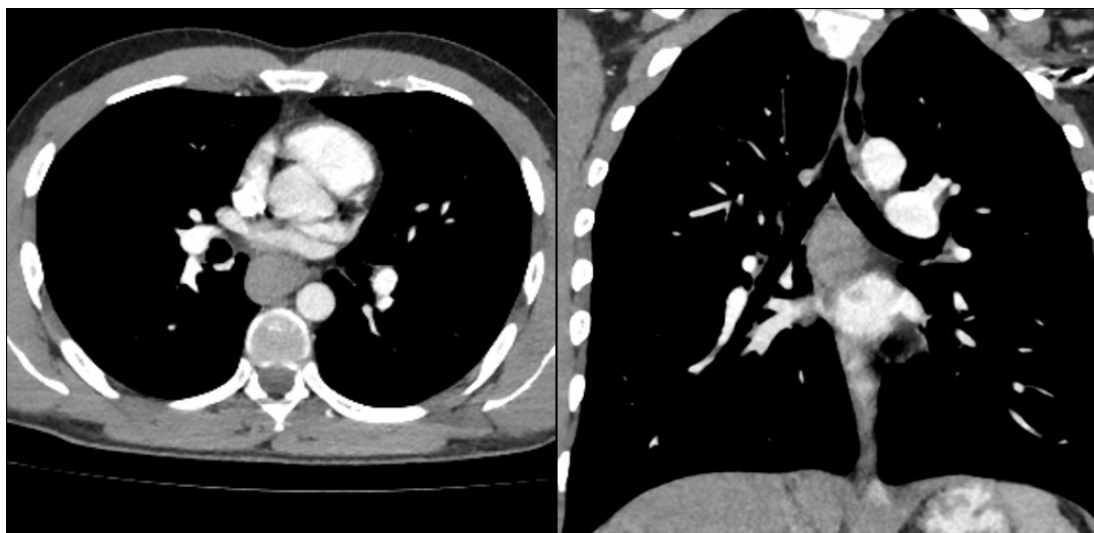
Компьютерная томография органов грудной и брюшной полости с внутривенным контрастированием
